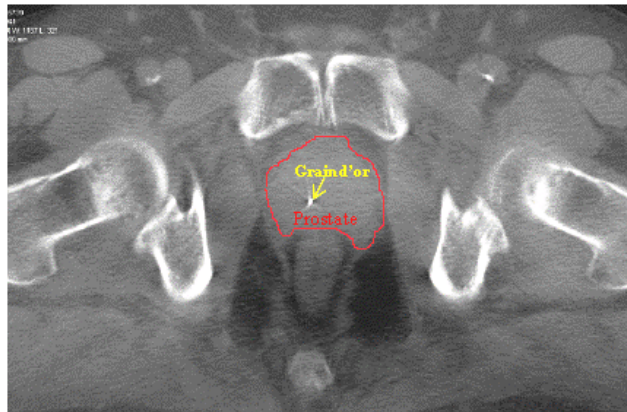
Tomographie conique visualisant la prostate et un grain d'or intra-prostatique (le marqueur repère).
